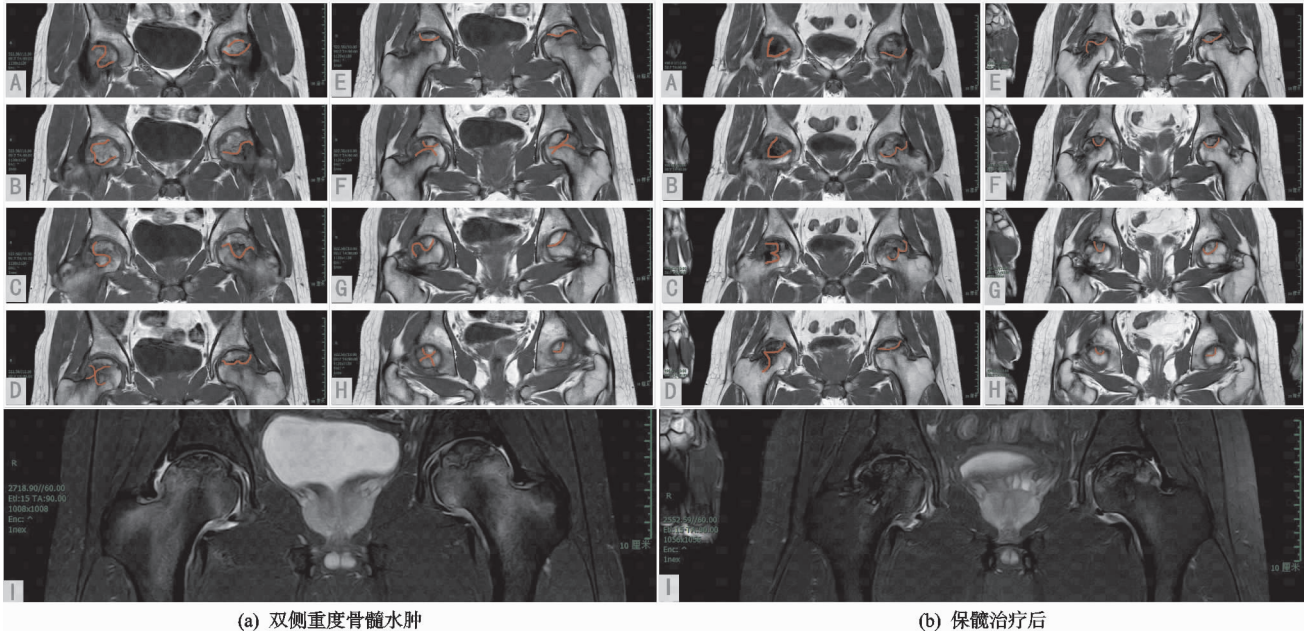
患者 3,男,26 岁,双侧股骨头坏死 MRI
